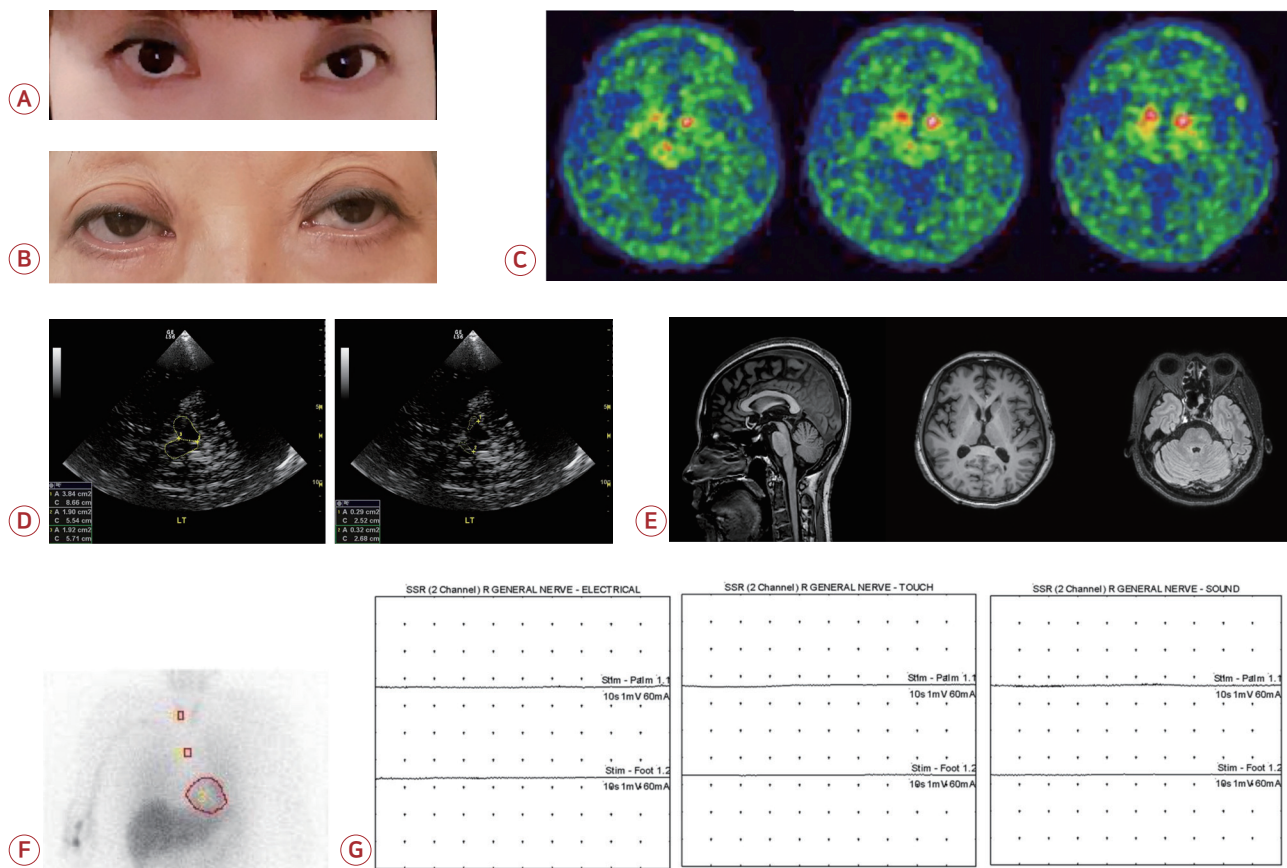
(A) A photograph that was taken 4 years prior to presentation showed slightly covered sclera. (B) At admission, her eyelids had lowered to conceal the upper poles of the pupils compared to the photo from 4 years ago. (C) Positron emission tomography using ^{18}F -N-(3-fluoropropyl)-2 beta-carbon ethoxy-3 beta-(4-iodophenyl) nortropane demonstrated markedly diminished dopamine transporter uptake at both striata. Only both ventral striata revealed a faintly-remaining dopamine uptake. (D) Transcranial midbrain sonography demonstrated bilateral hyperechoic substantia nigra (left, 0.29 cm^2 ; right, 0.32 cm^2). (E) Magnetic resonance imaging of brain did not show any abnormalities or atrophy of the midbrain, pons, cerebellum and basal ganglia. (F) Myocardial ^{123}I -metaiodobenzylguanidine scintigraphy showed normal postganglionic sympathetic innervation in the delayed images (heart-to-mediastinum ratio, 2.60). (G) The sympathetic skin response (SSR) test revealed an absence of response to electrical, touch, and sudden sound stimuli.
